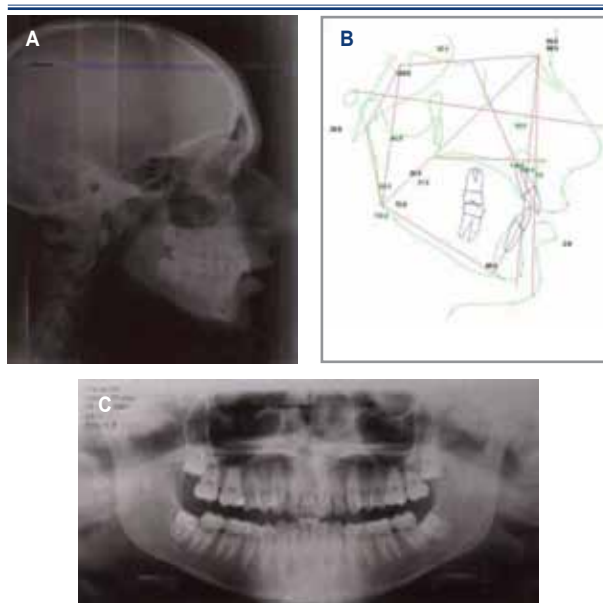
20B y 20C. Telerradiografía, análisis y panorámica.
